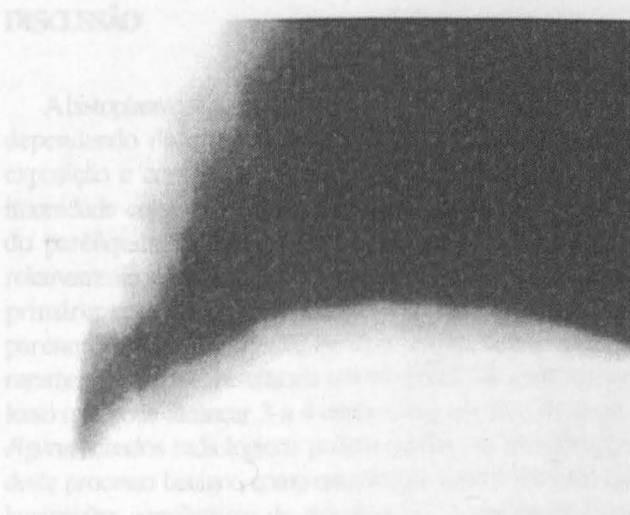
Caso 1: nódulo (1,5cm) na cortical do IID, junto ao seio costofrênico à radiografia de tórax.
